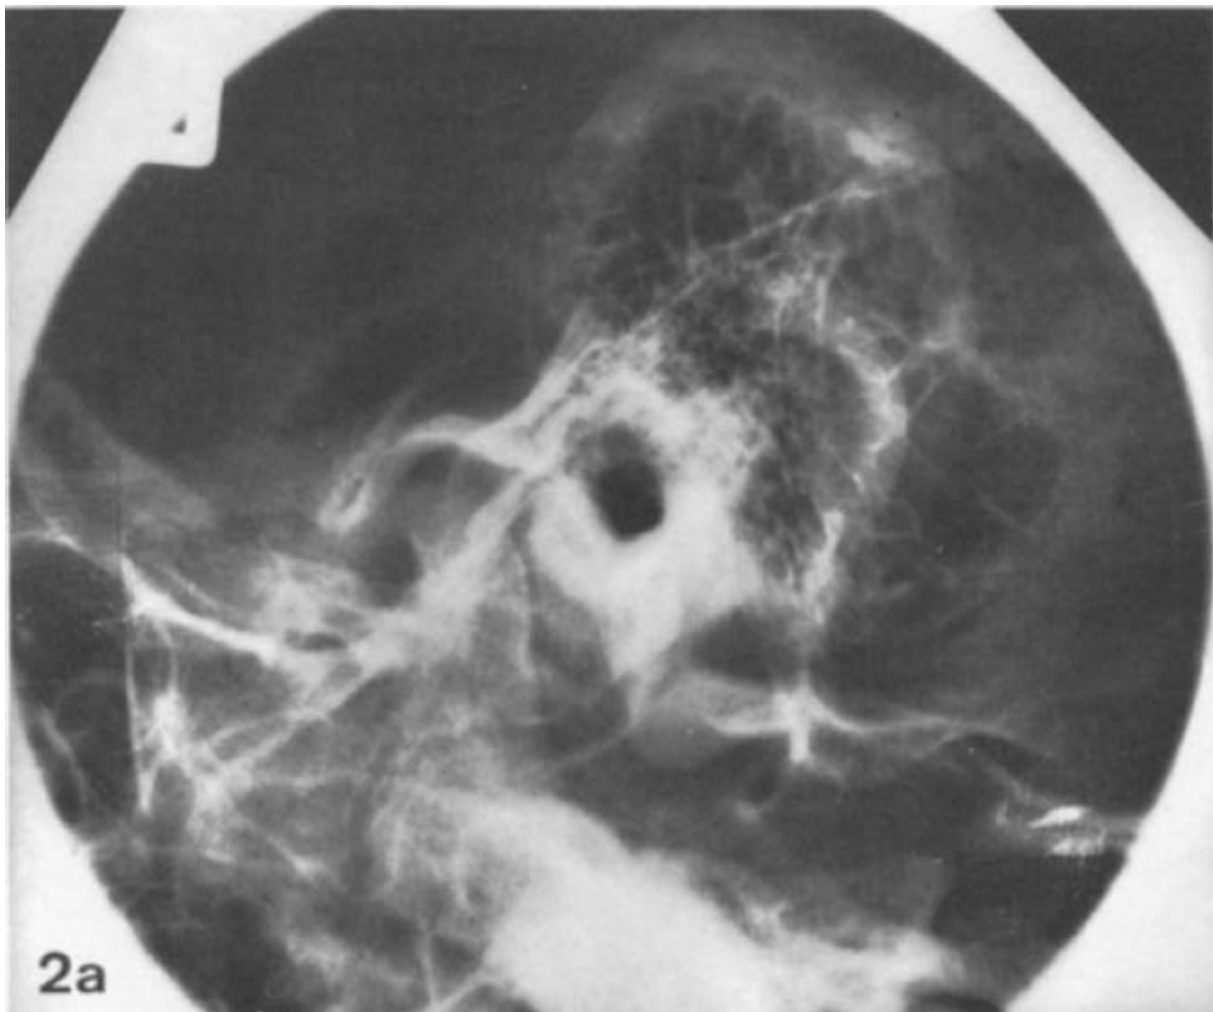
Röntgenaufnahme nach Schüller [9]
